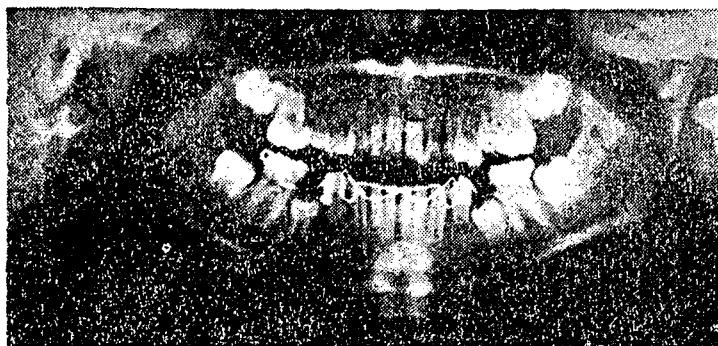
periodic checking에 利用한 Orthopantomogram
